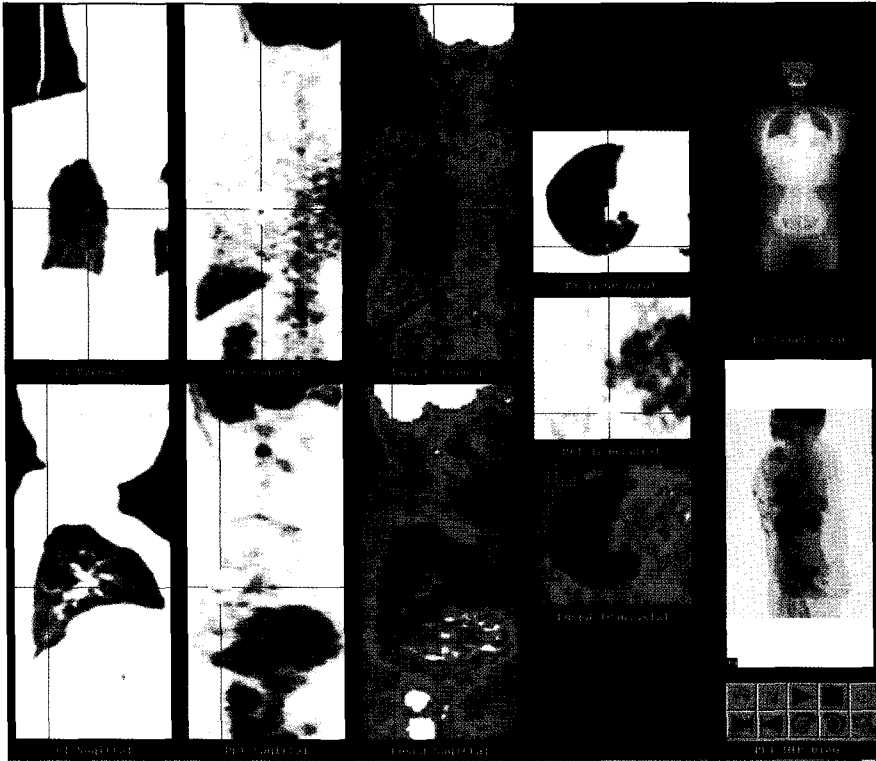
A 55-year-old woman with single pulmonary nodule of the lung in the routine check-up. PET-CT fusion images localize abnormal FDG uptake in right lung.
